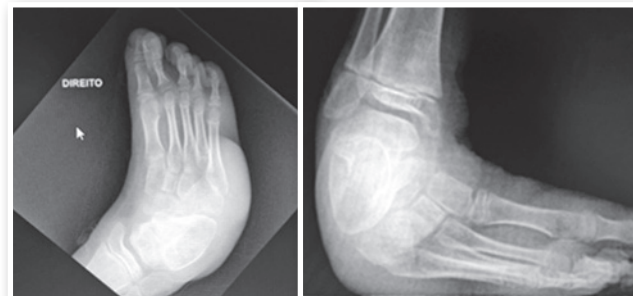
Radiografias antes da correção com fixador externo.v
